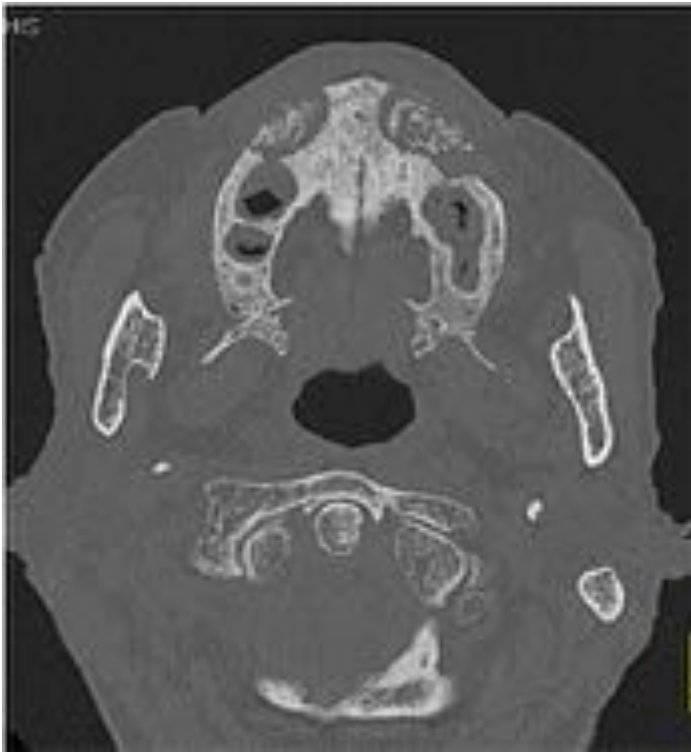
Fig 4. Imagen axial de TC donde se visualizan secuestros óseos maxilares bilaterales.
